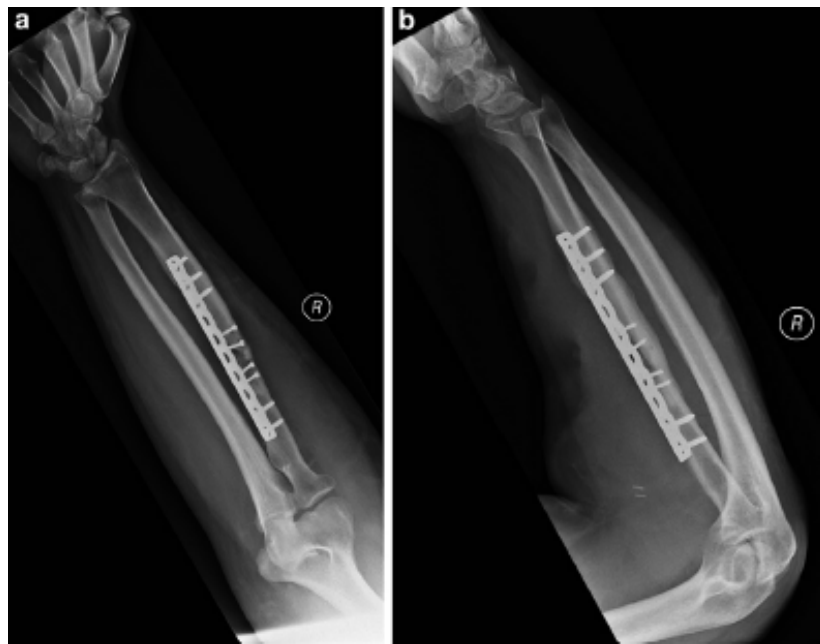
Radiographies de face et de profil de l'avant bras montrant une consolidation totale de la fracture radiale 8 mois après l'opération chez le patient de Shamian et al. [28]
